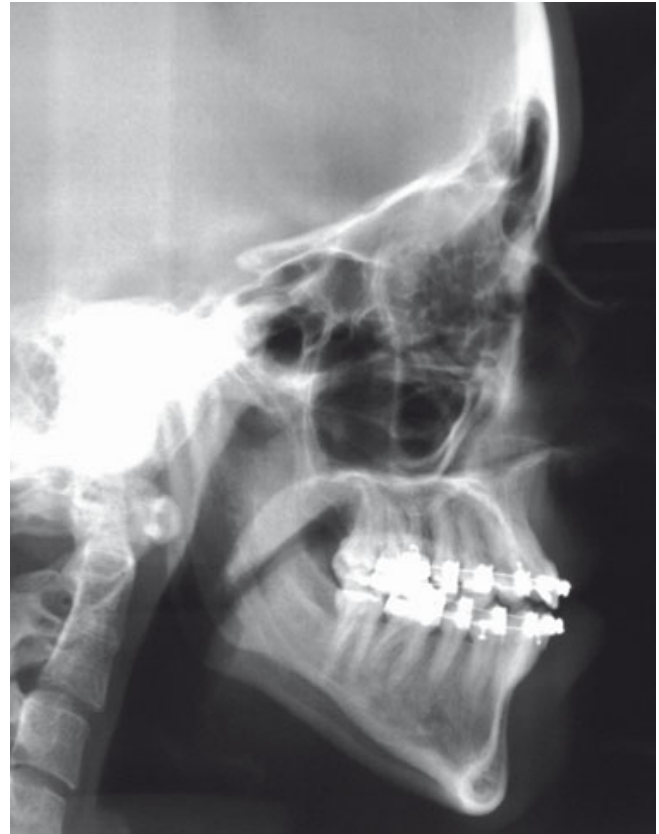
Fernröntgenseitenbild nach durchgeführter bignather Umstellungsosteotomie
